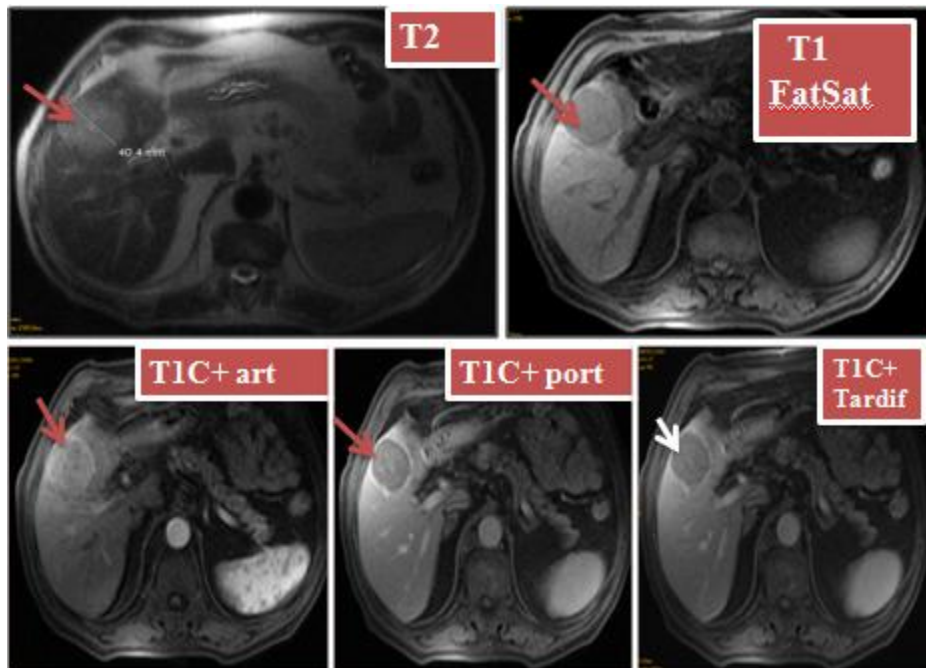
A l'IRM lésion hépatique du segment IV, en hyposignal T1, hypersignal T2, présentant un rehaussement précoce artériel et se lave au temps portal et tardif avec capsule périphérique : CHC typique.
